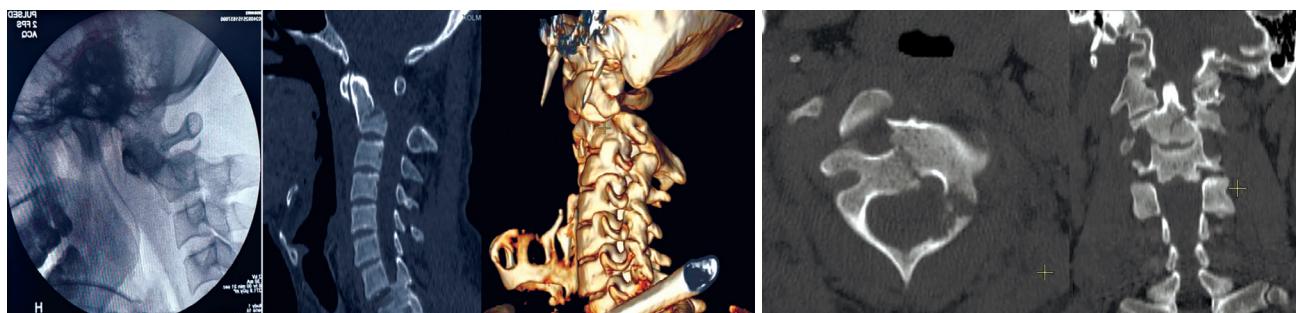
Послеоперационная рентгенография и МСКТ-исследования демонстрируют адекватную стабилизацию C_1-C_2 позвонка
